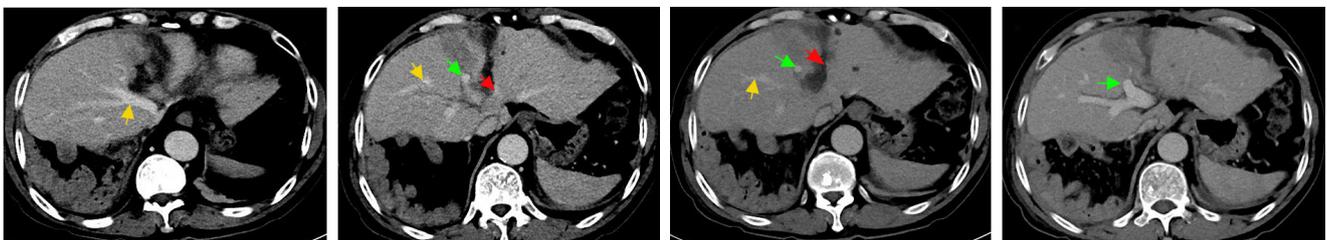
术后上腹部增强CT示肝右静脉、肝中静脉及门静脉右前支显影(红色箭头示肝中静脉,黄色箭头示肝右静脉,绿色箭头示门静脉右前支)
